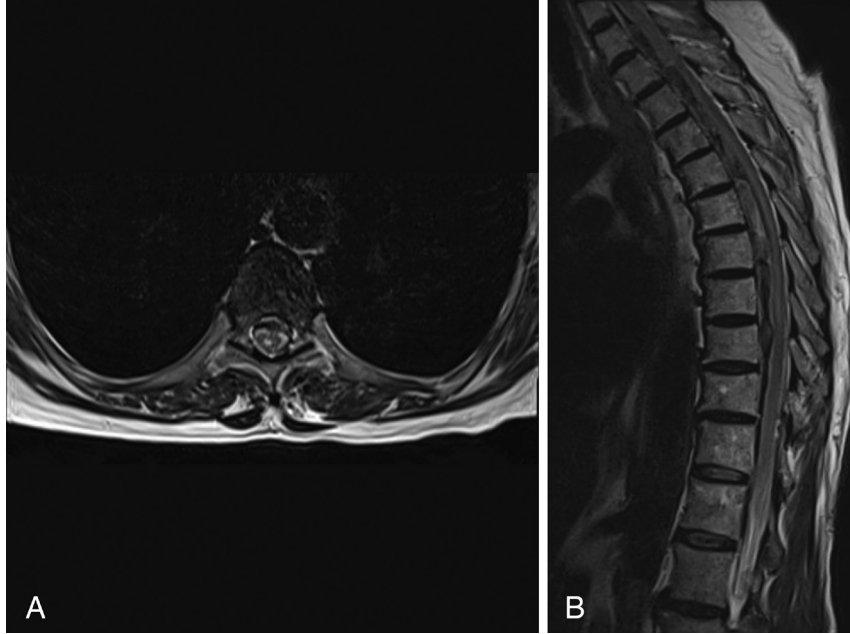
A, B) T1 düzeyinden başlayıp T11 düzeyine uzanan heterojen yapıda hipo ve hiperintens görünen lezyonun torakal spinal manyetik rezonans görüntüleme görüntüsü
